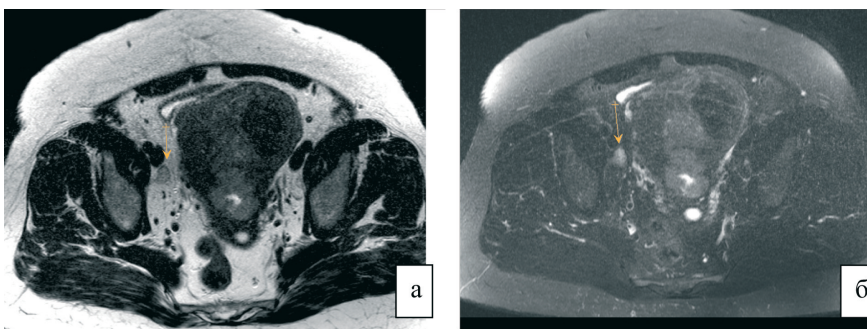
МРТ области таза: Т2-ВИ (а), Т2-ВИ (б) с подавлением сигнала от жировой ткани, аксиальная плоскость сканирования. Тазовый лимфатический узел с метастатическим поражением (по данным морфологического исследования): отсутствие гипоинтенсивного сигнала от жировых ворот лимфатического узла
